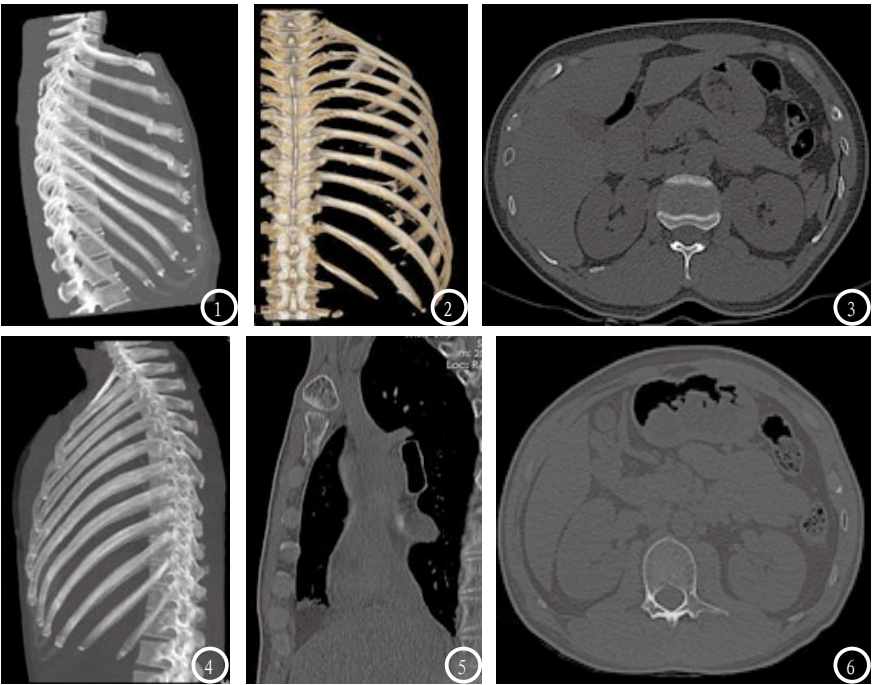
肋骨骨折的CT图像。图1-3为同一病人,左侧第2-5肋骨骨折:图1表示最大密度投影(MIP)显示错位骨折;图2为容积重现(VRT)显示左侧骨折;图3为常规CT扫描显示骨折,但不能确定哪个骨折。图4-6为同一病人,右侧第3-7肋骨骨折:图4表示最大密度投影(MIP)显示错位骨折;图5为轴位及多平面重组(MRP)显示胸骨骨折;图6为常规CT扫描显示骨折,但不能确定哪个骨折。
